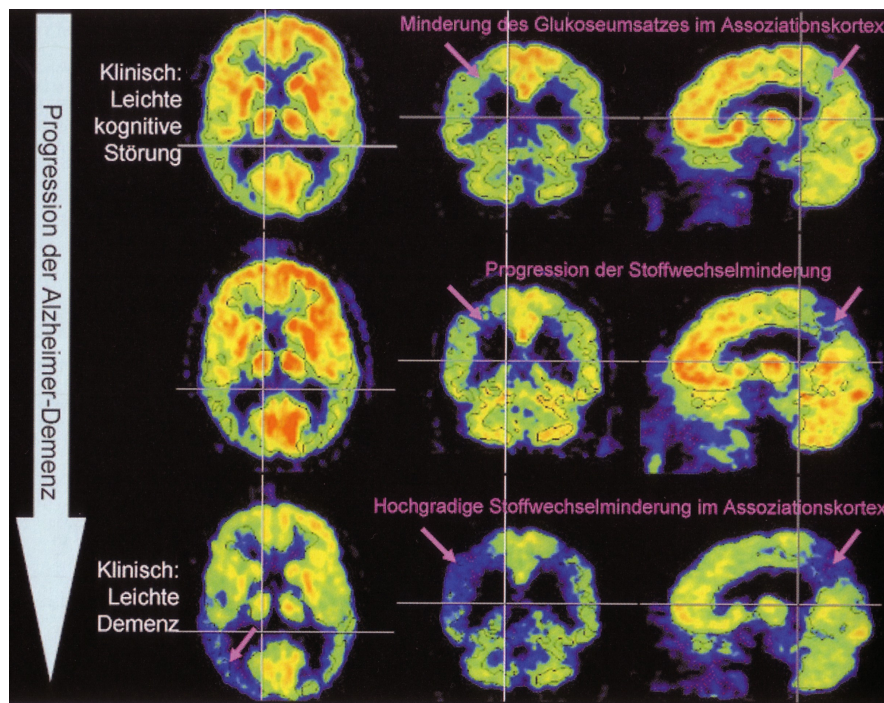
Untersuchungsserie mit FDG PET bei einem Patienten mit AD im Verlauf von 2 Jahren (Wallesch, Förstl, 2005)
